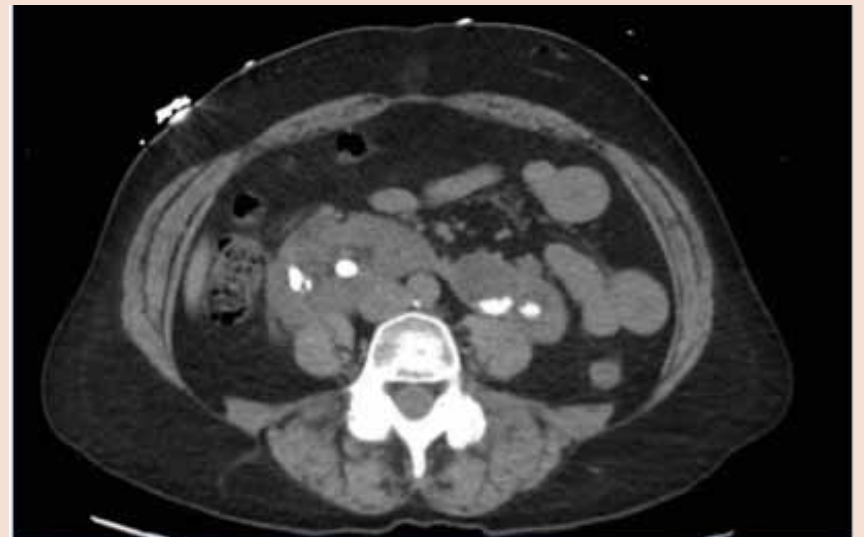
Corte axial de la TAC donde se observan los cálculos renales
